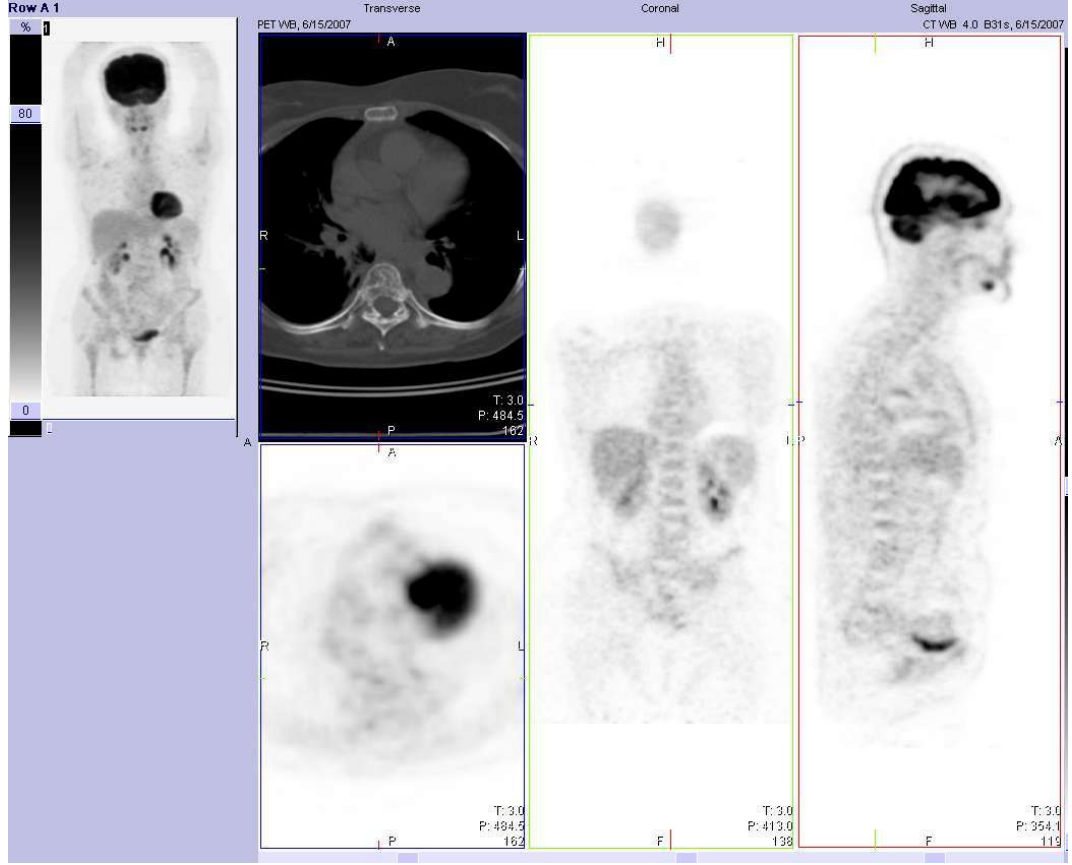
78 yaşında, Kemik sintigrafisi normal olan, tümör belirteç yüksekliği mevcut olguda PET/BT ile L2-L3 vertebralarda kemik metastazı gösterilmiş.
